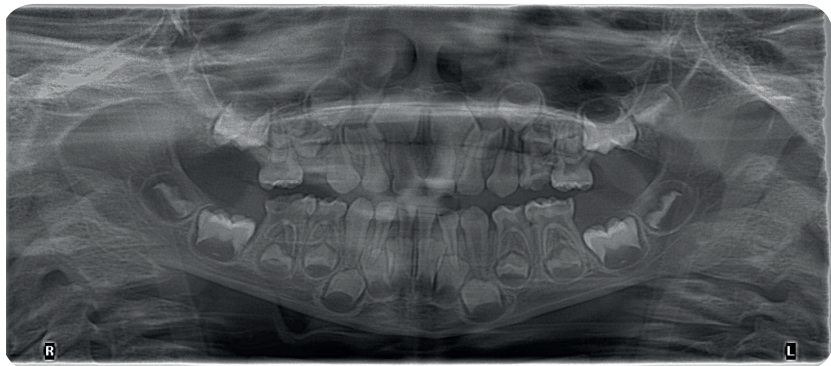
Ортопантомограмма ребенка 5-ти лет
